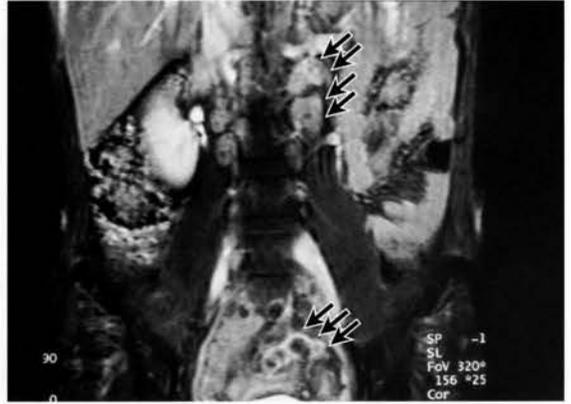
a,b 造影MRI 脂肪抑制併用T1強調冠状断像
